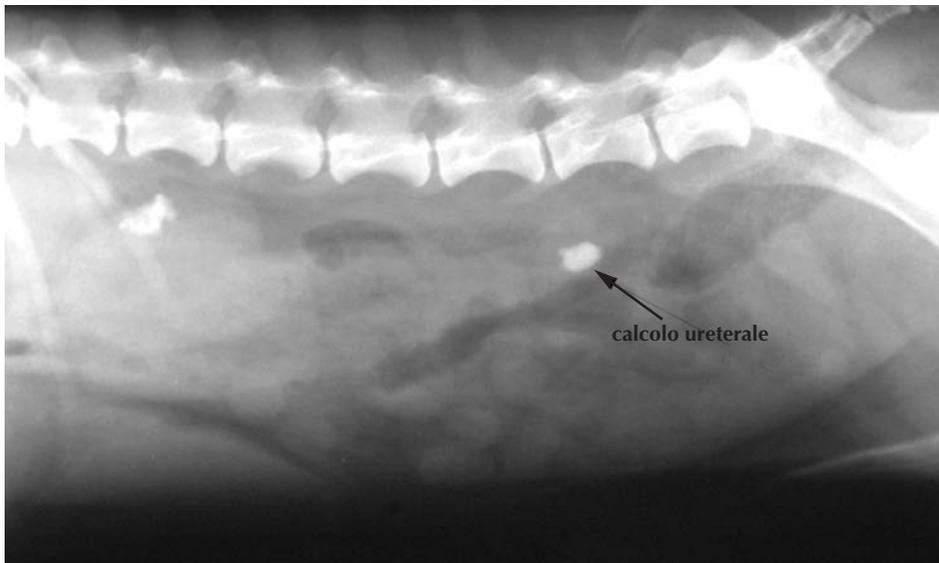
Radiografia addominale (calcoli renale e ureterale).
